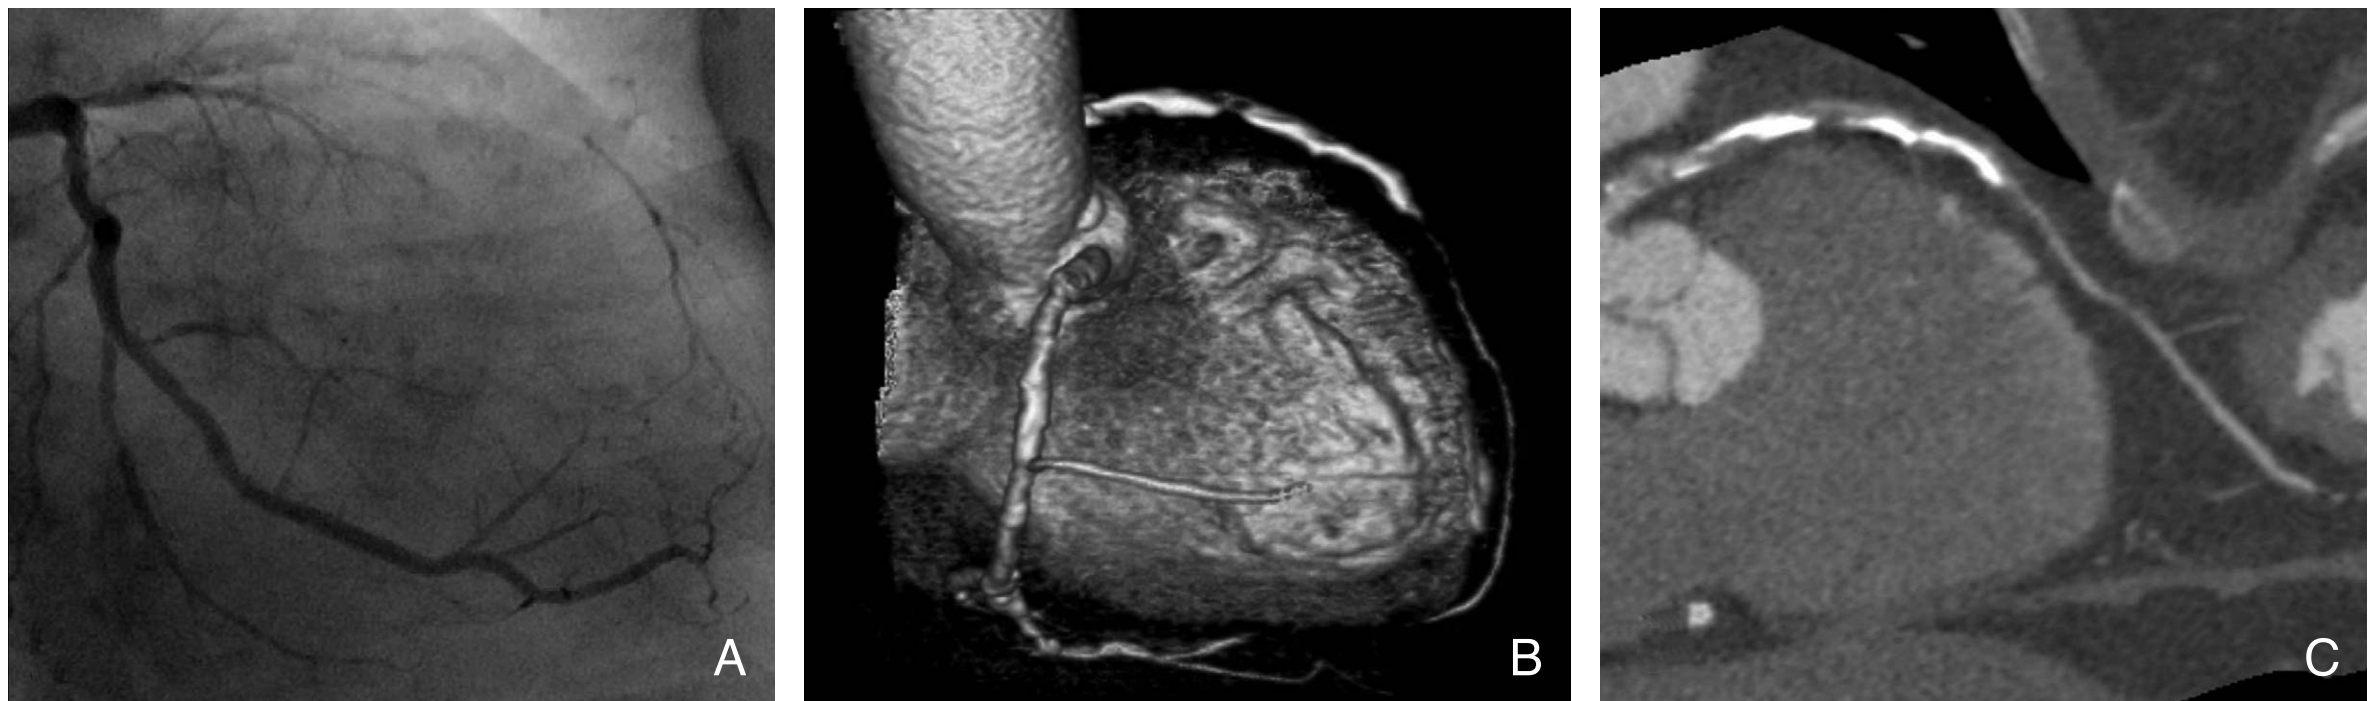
Total occlusion of left anterior descending artery. Coronary angiography shows total occlusion of the proximal left anterior descending artery (A). The 3-dimensional volume rendered CT image shows calcification along the occluded segments (B). The curved multiplanar image excellently shows not only the extent of total occlusion but also occluding mixed plaques with calcification and fibrous components (C)
